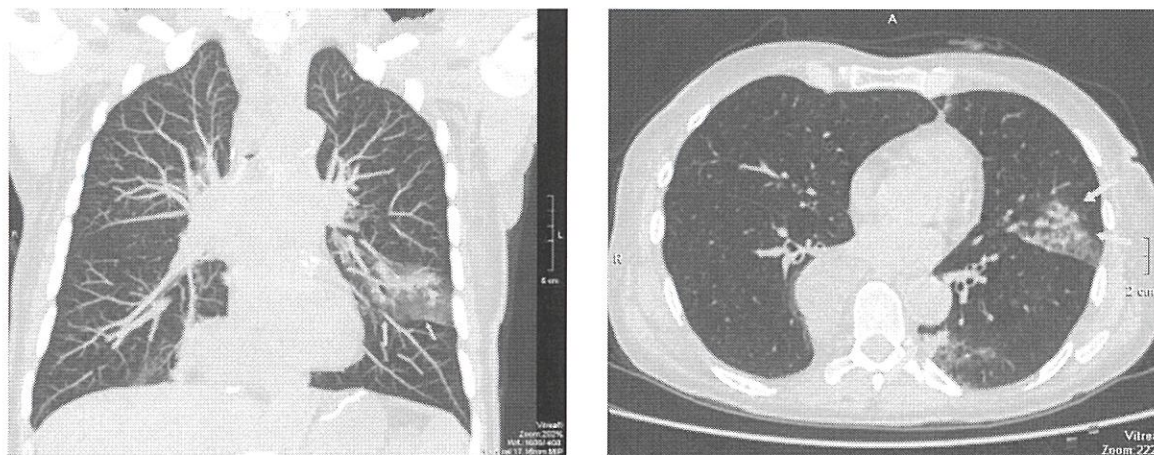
КТ-картина очаговых инфильтративных изменений верхней и нижней долей левого легкого с наличием бронхолита. В паренхиме левого легкого на уровне S3,4,5 и нижней доле, преимущественно в задних отделах, определяются участки неравномерного снижения пневматизации от «матового стекла» до консолидации легочной ткани полигональной формы с перилобулярными уплотнениями узелковыми уплотнениями сливного характера.
